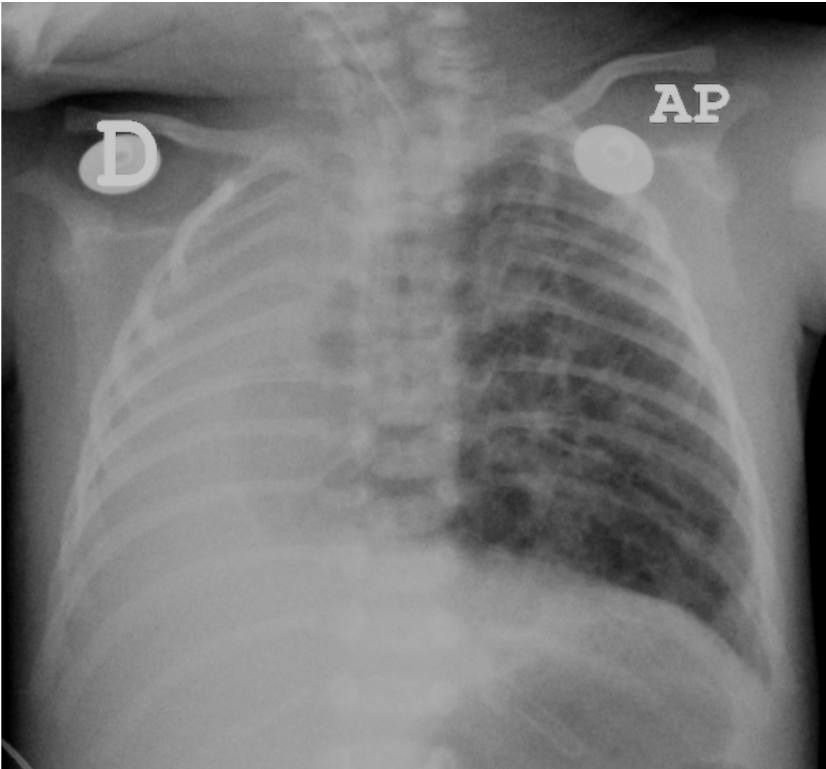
Radiografía de tórax. Hay opacidad completa del hemitórax derecho, el cual es pequeño y tiene disminución de la amplitud de los espacios intercostales, con desplazamiento del cardiomediatino hacia la derecha por la importante pérdida de volumen de este hemitórax. El pulmón izquierdo se encuentra hiperinsuflado en forma compensatoria y presenta un infiltrado intersticial reticular. El tubo endotraqueal se encuentra en una posición alta.
